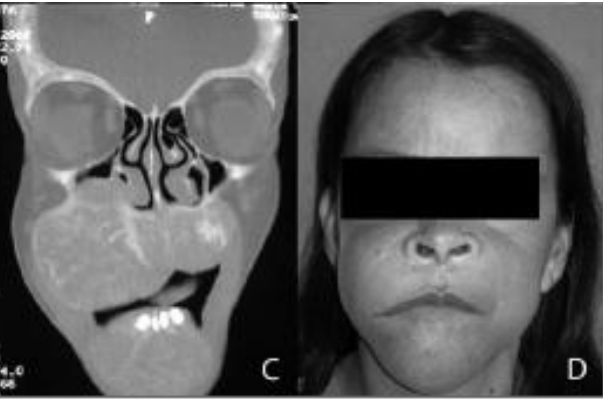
A: Facial asymmetry due to a brown tumor. B: Tumor extending to the palate. C: Coronal computed tomography demonstrating a tumor in the jaw bilaterally. D: Aspect of the face after parathyroidectomy.
